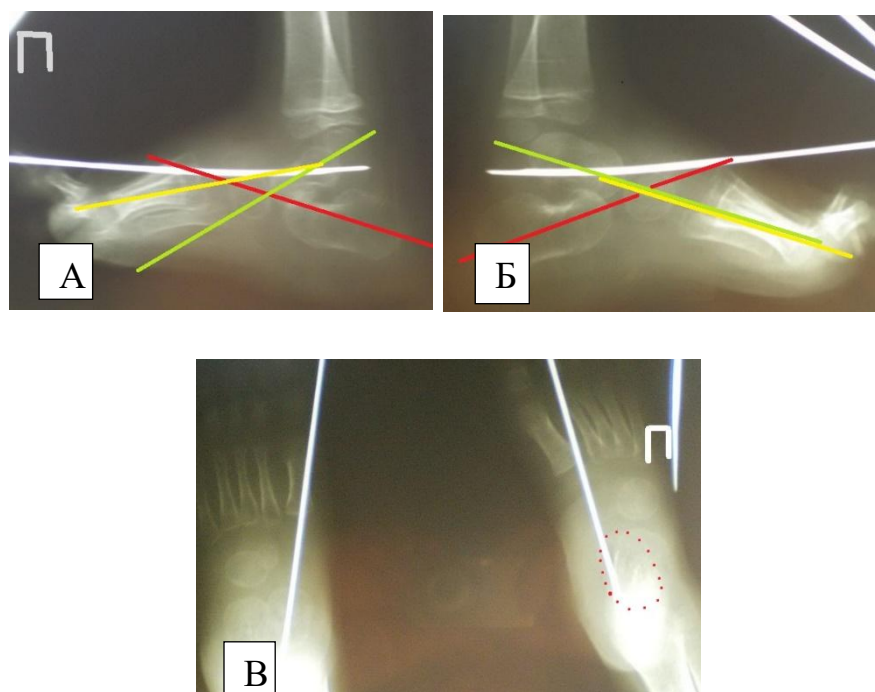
Пациент С., 2 года. Рентгенограмма стоп в операционной, после фиксации ТЛС спицей и АТ. Красной линией выделен длинник пяточной кости, зеленой – таранной, желтой – I плюсневой. А – косое положение правой таранной кости, фиксированное спицей Киршнера; Б – левая стопа: длинник таранной кости является продолжением I плюсневой; В – прямая проекция (красным выделена таранная кость)
